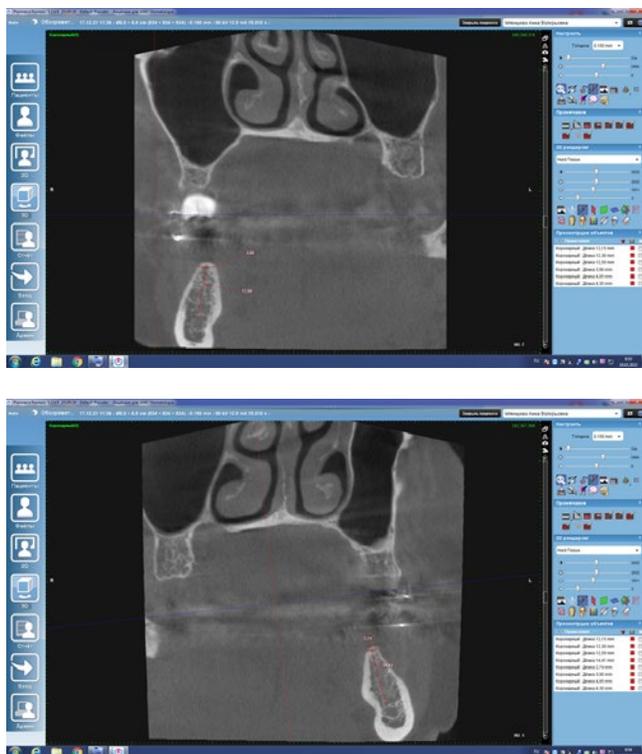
Calculation of CT before surgery
